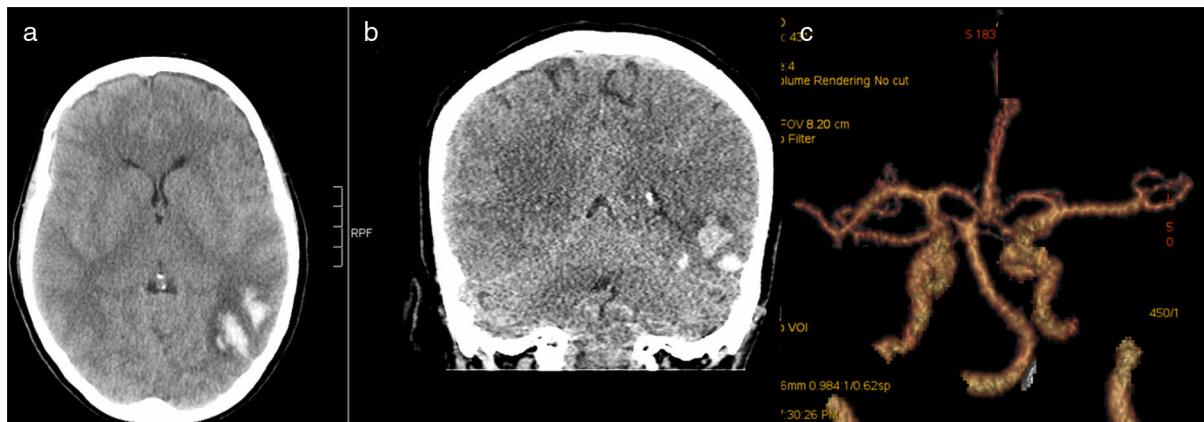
a, b. TAC cerebral postoperatorio donde se aprecia hemorragia intraaxial temporal posterior izquierda con varios focos hiperdensos compatibles con hemorragia aguda. Se acompaña de ocupación hemática de algún surco temporal izquierdo, parietal posterior izquierdo y fosa temporal derecha compatible con HSA. Colección hemática extraaxial laminar frontal derecha que plantea el diagnóstico diferencial entre un hematoma subdural laminar o extensión de la HSA. c. Angio TAC realizado postoperatoriamente donde se descartaron malformaciones en polígono de Willis causantes de sangrado.
